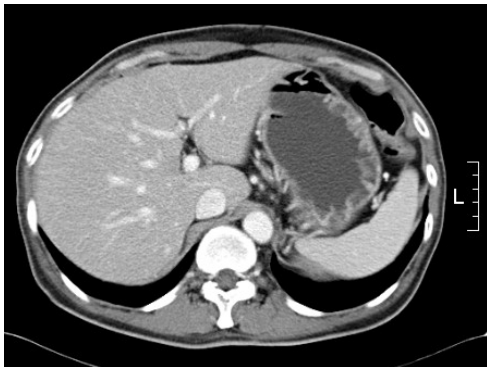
After 3 cycles of R-CHOP chemotherapy, Abdominal CT shows disappearance of the wall thickening in the stomach and the lymph nodes enlargement comparing with previous study
